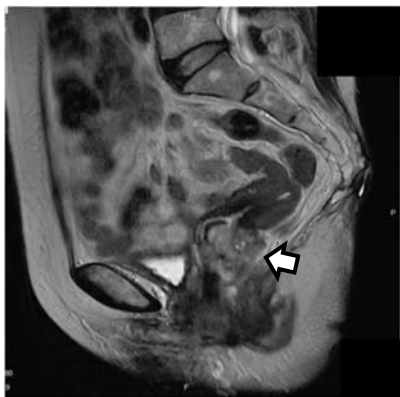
T2-weighted magnetic resonance image of the cervical tumor.
